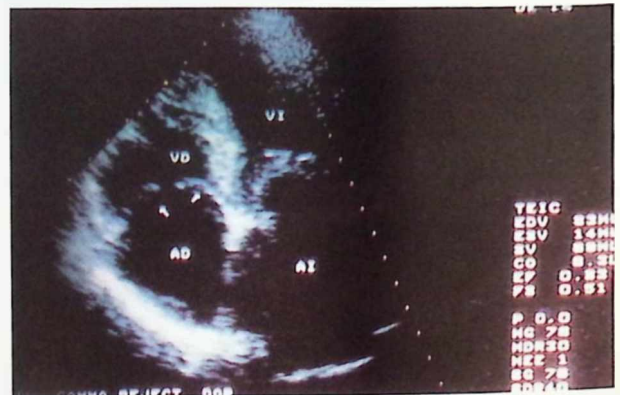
Estenosis valvular tricuspídea. Proyección apical 4C. Abombamiento diastólico en cúpula de VT.
